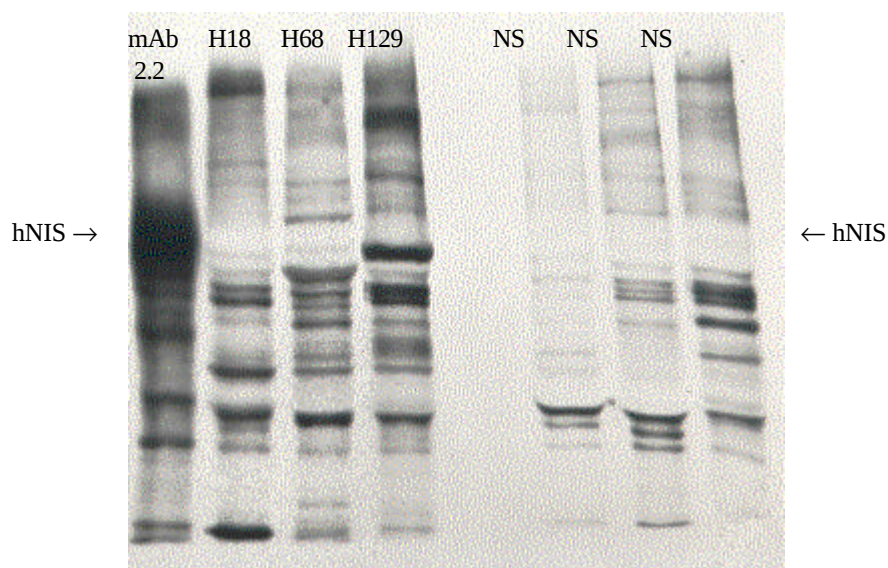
Autoradiographie nach erfolgreicher Immunpräzipitation.
